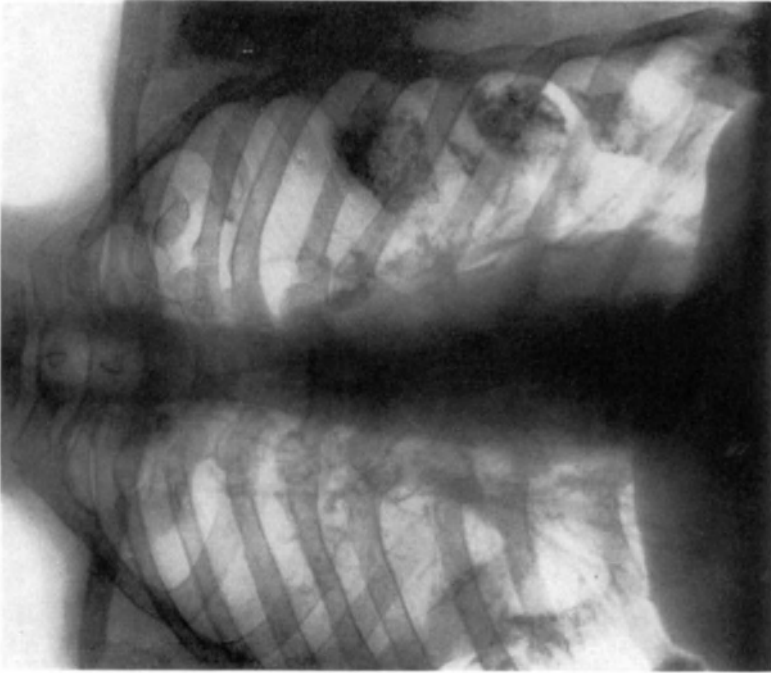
Derselbe Fall wie Abb. 46a. Generalisierte Chondromatosis. Röntgenbild des Thorax. Chondrombildungen an den knöchernen Teilen mehrerer Rippen nahe den Kuorpelknochengrenzen.
